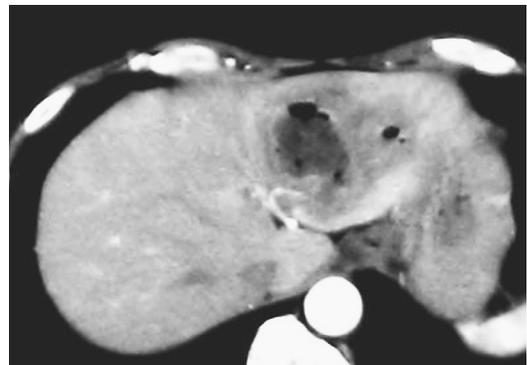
腹部造影CT：動脈相で肝左葉外側区に径50mm大の低吸収域を認め，内部にair densityを伴っていた。
